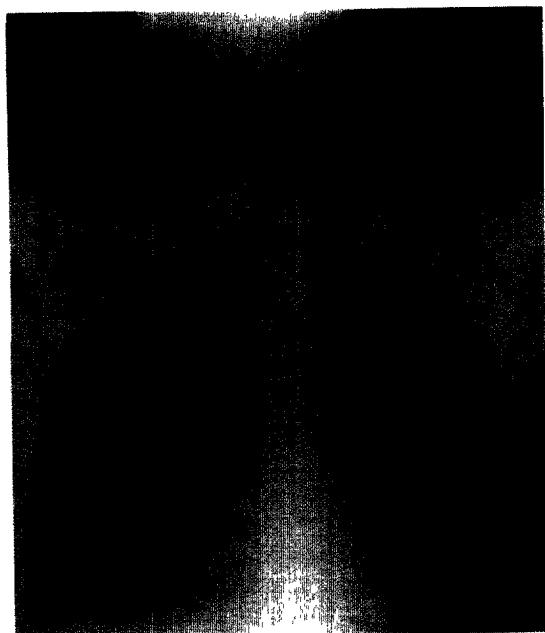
흉부 방사선 촬영에서 심장 좌측 경계 부위에 공기음영이 관찰됨(증례 2)
